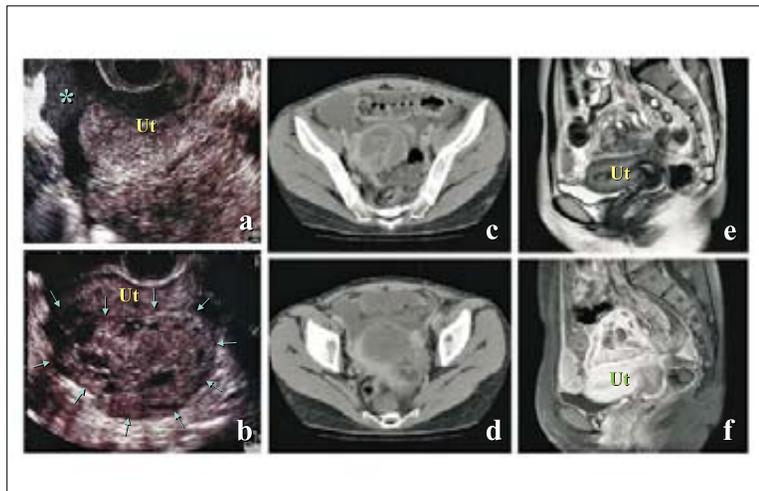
汎発性腹膜炎を生じた骨盤内腫瘍の画像所見 (a:経膈超音波矢状断、b:経膈超音波前額断、c, d:造影CT, e:造影MRIT1強調、f:造影MRIT2強調)。膀胱子宮窩に中等量の血性様腹水貯留を生じ、ダグラス窩に径7 cmの嚢胞部と充実部の混在する腫瘍性病変が認められる。嚢胞内容は血液、高タンパク成分、カルシウム成分などが示唆され、充実部は造影により不均一に enhance されている。一方、下腹部から骨盤の腸管は壁が不整に肥厚し、部分的な変形、偏位を伴っている。また、骨盤内脂肪織には不整索状の混濁が拡がり、血液、タンパク成分を含む腹水貯留も認められる。本例では、複数の腫瘍マーカーが異常高値を示し、Krukenberg 腫瘍や Schnitzler 転移性腫瘍などが疑われた。Ut:子宮、矢印:腫瘍性病変。
